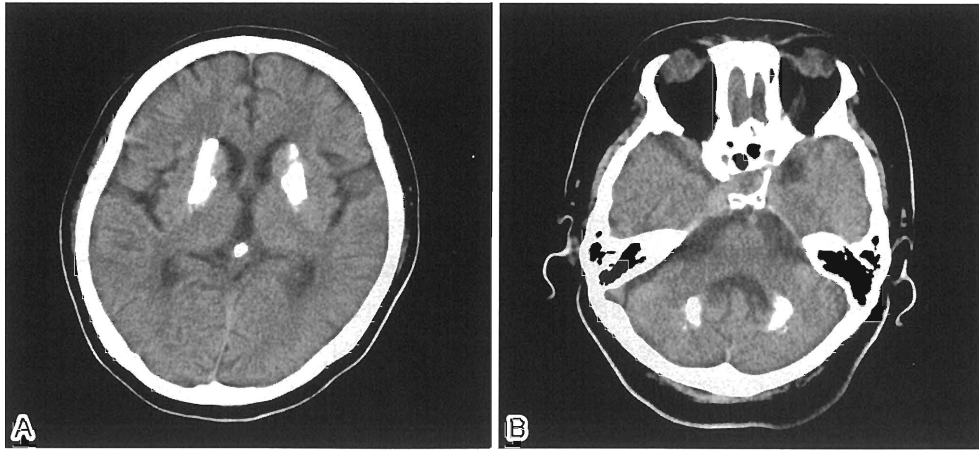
Brain computed tomography (CT)
